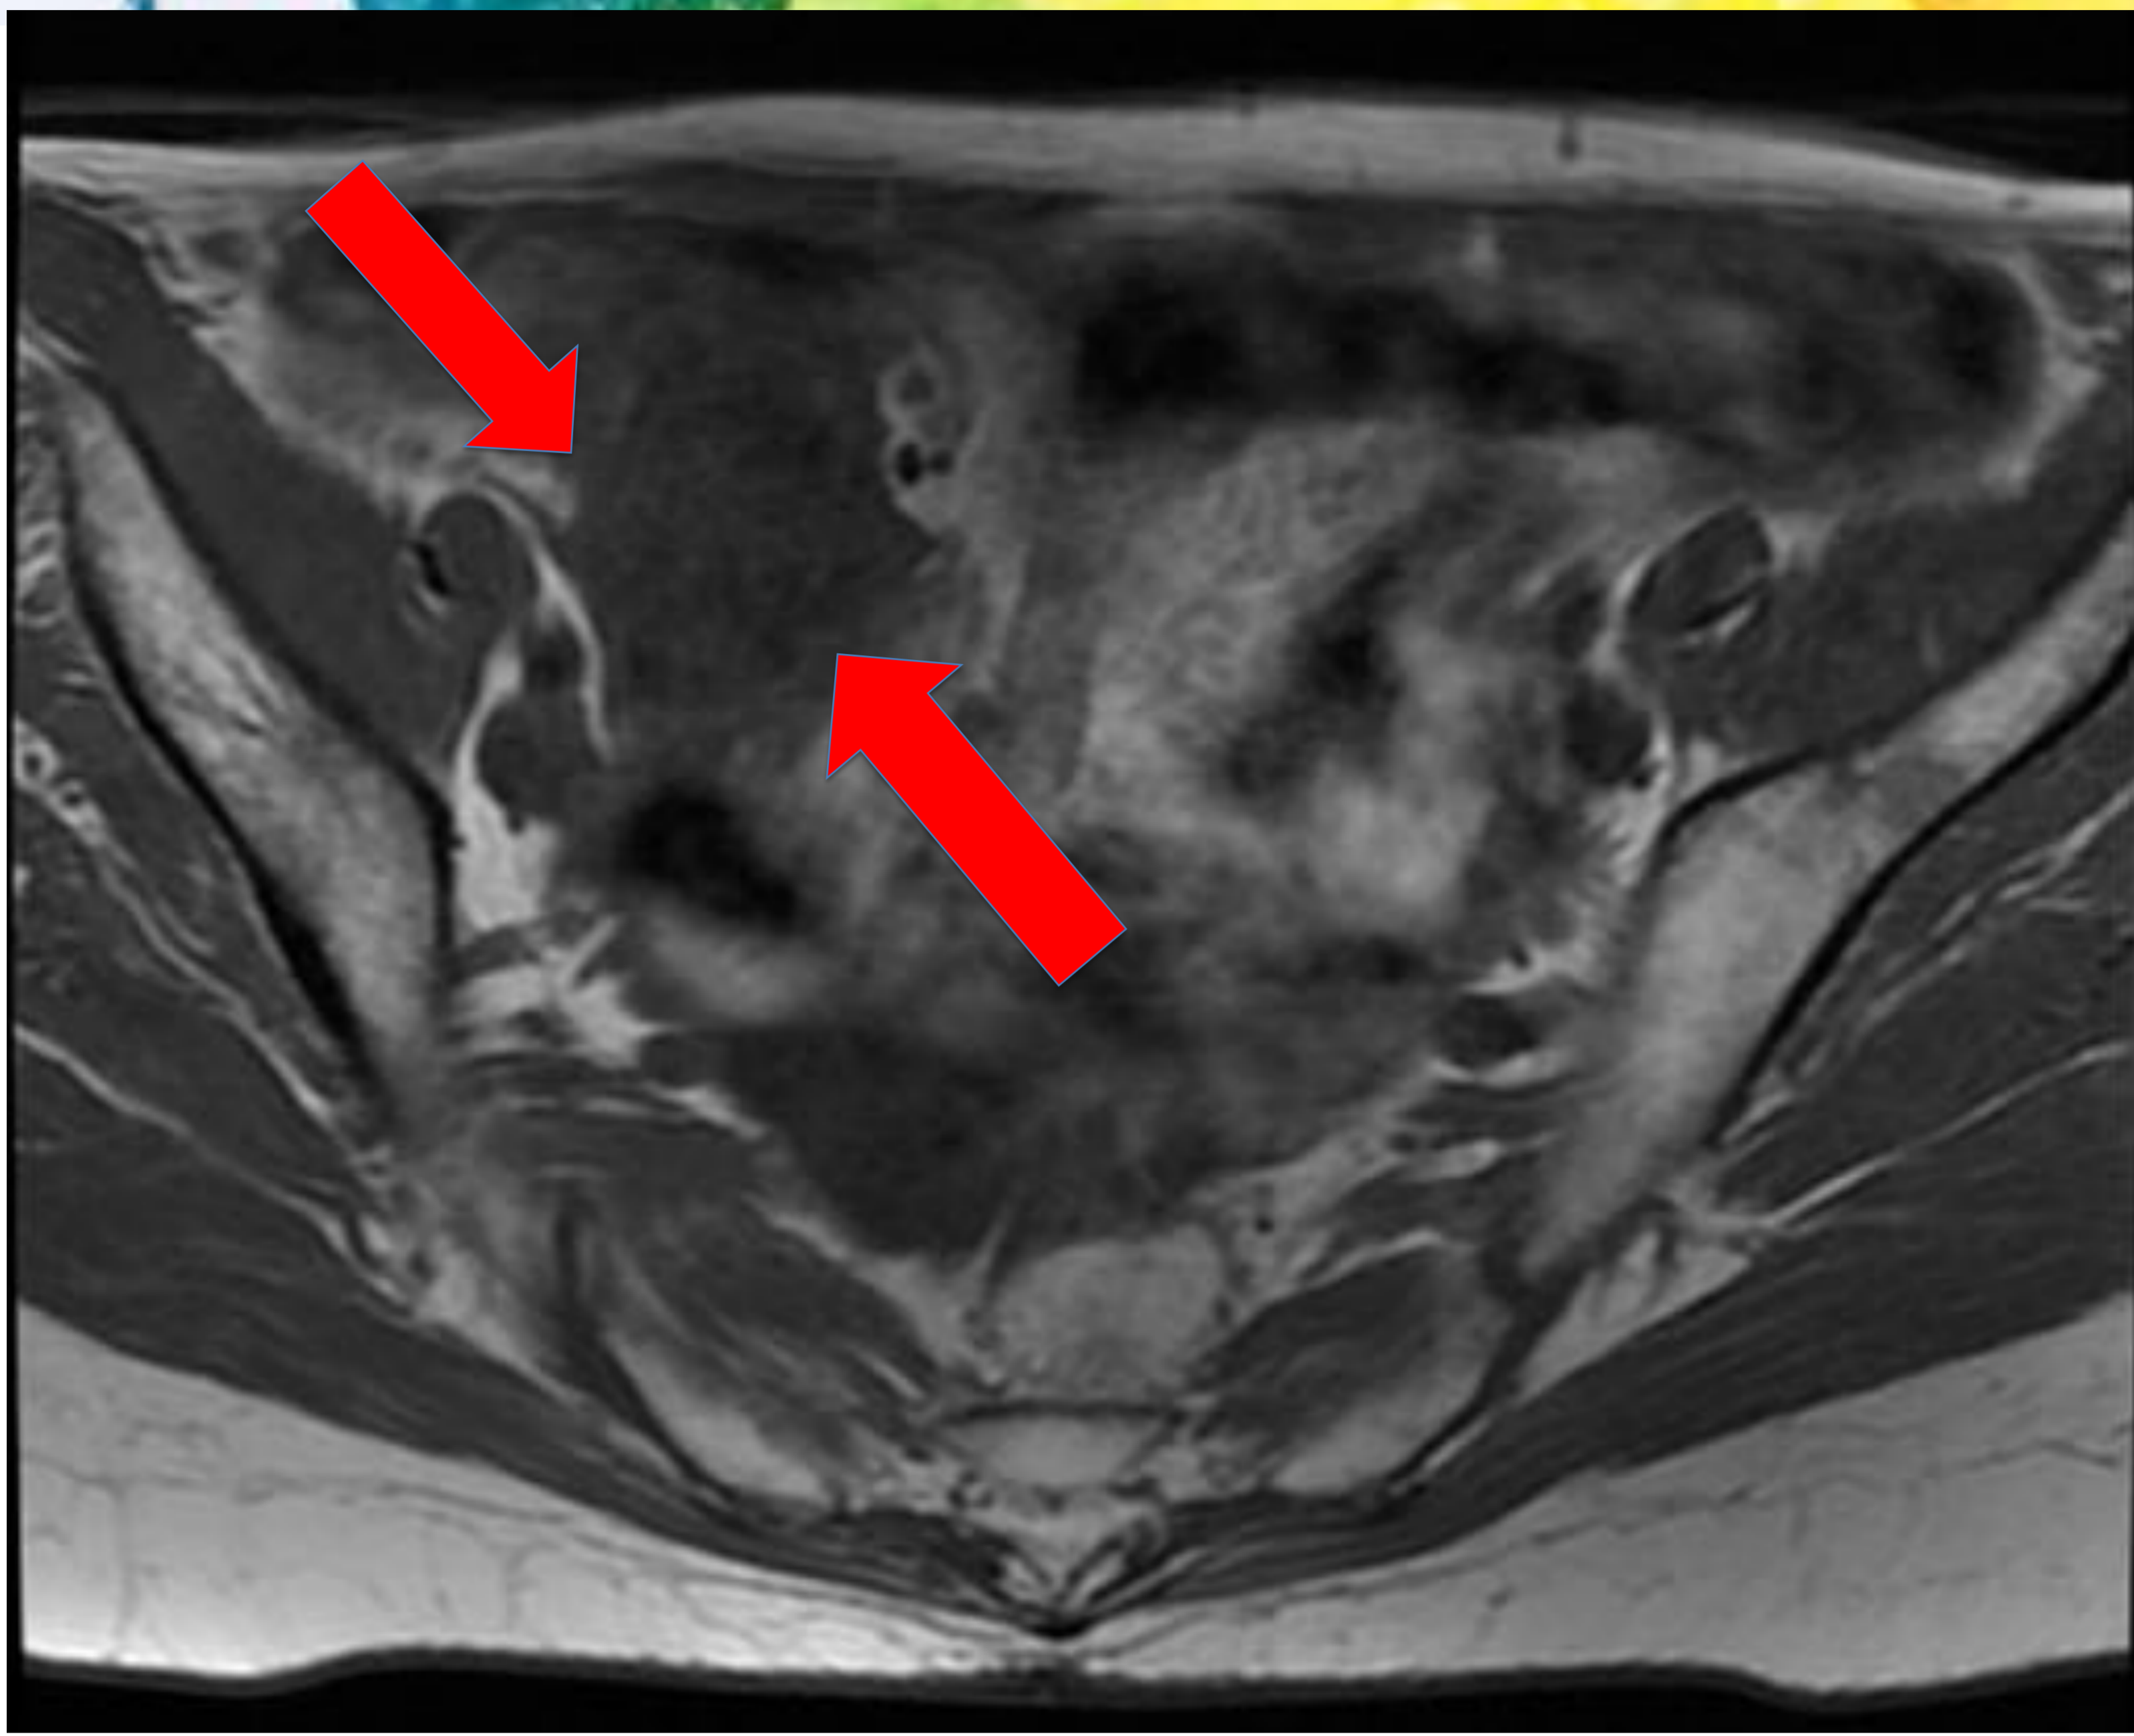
Misma paciente que figuras 9, 10 , 11 y 12. RM pélvica. A y B: Secuencia potenciada en T1. C y D: T1 con saturación grasa y contraste intravenoso. El mucocele (flechas rojas en A) y la colección pélvica (flechas rojas en B) son hipointensos en T1 y presentan realce heterogéneo tras la administración de gadolinio, coincidiendo con los focos de apariencia sólida en T2 (flechas azules). La paciente fue sometida a cirugía citorreductora + HIPEC, con el diagnóstico de adenocarcinoma mucinoso apendicular y pseudomixoma.
